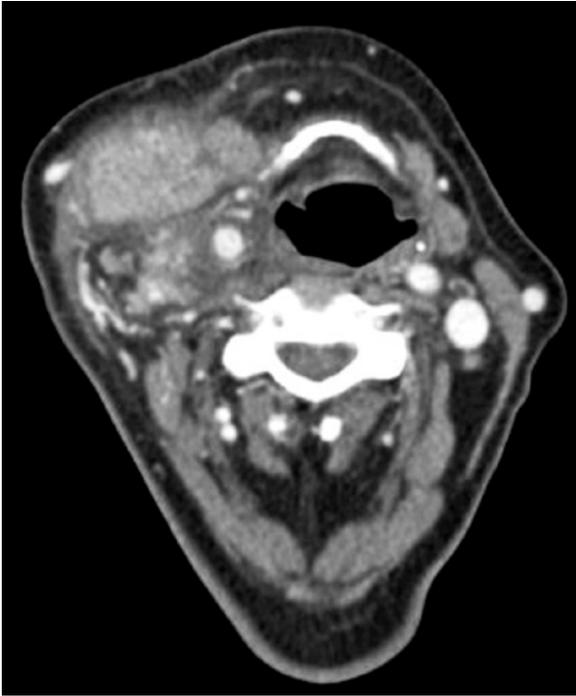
Tomografia computadorizada do pescoço. Tumor do lobo direito da tireoide, observando-se invasão do espaço vascular, com compressão da veia jugular interna.
